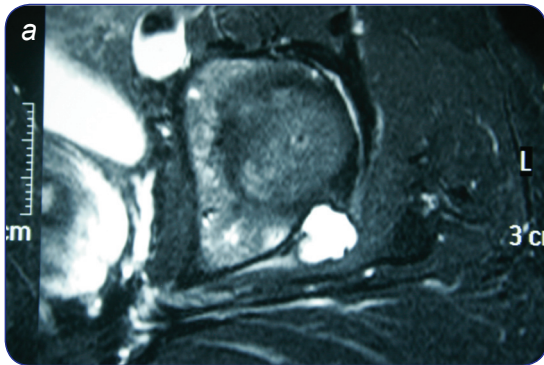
a, b. RM en dos cortes diferentes de la cadera izquierda de la misma paciente mostrando un quiste paralabral.
